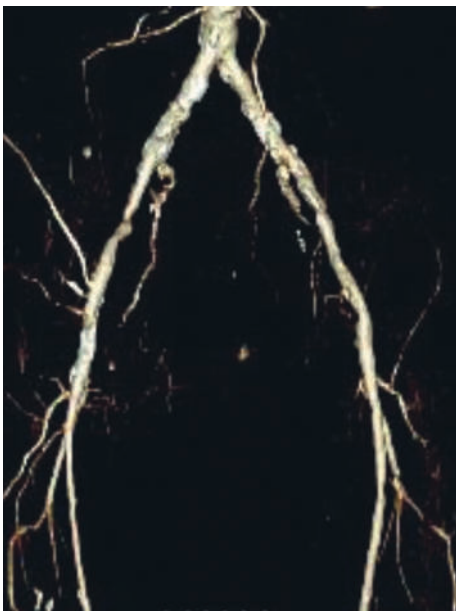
Компьютерная томографическая ангиография аорты
